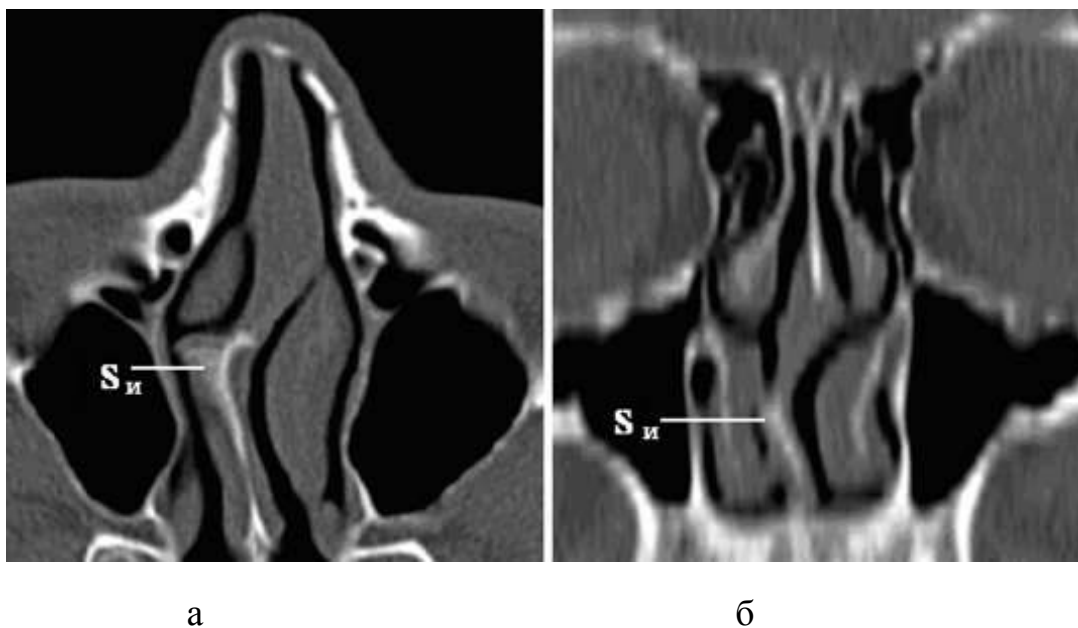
Приклад СКТ- картування ділянки носової порожнини при односторонньому викривленні носової перегородки  $S_{и}$  вправо: а – вихідний аксіальний СКТ-зріз на рівні середнього носового ходу; б – фронтальна МПР
